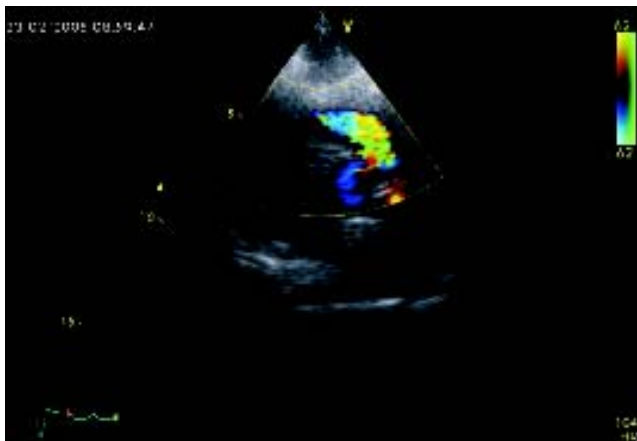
Ecocardiograma en eje corto a nivel de la válvula pulmonar que muestra la aceleración del flujo con Doppler color.
